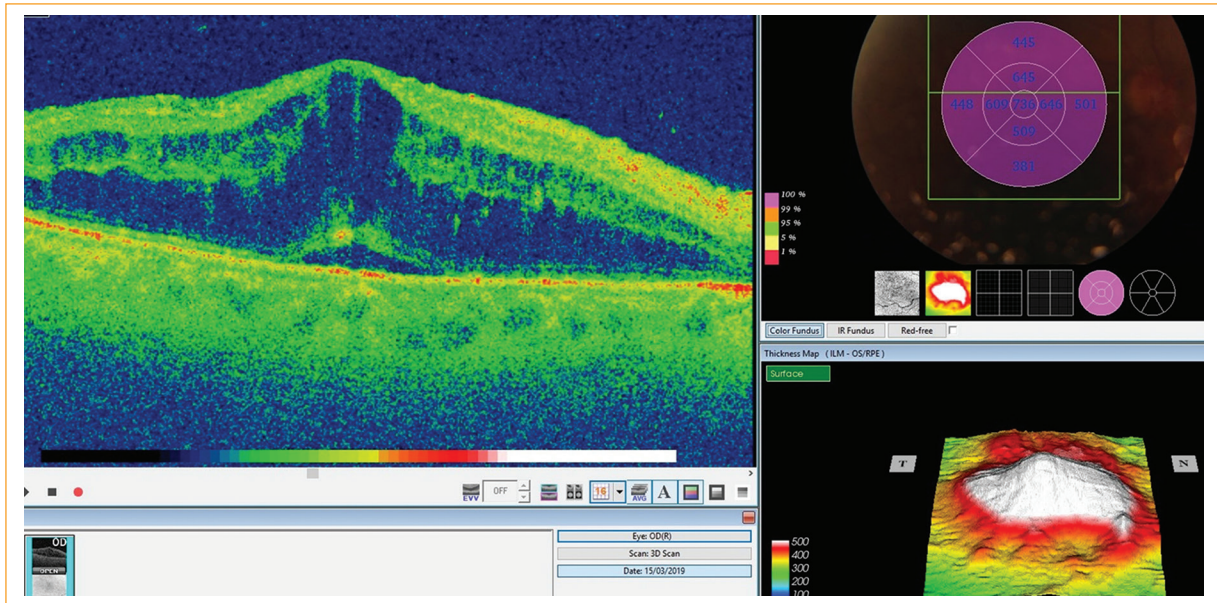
Apariencia de edema macular cistoide (EMC) en la tomografía de coherencia óptica con fluido subretiniano asociado.
